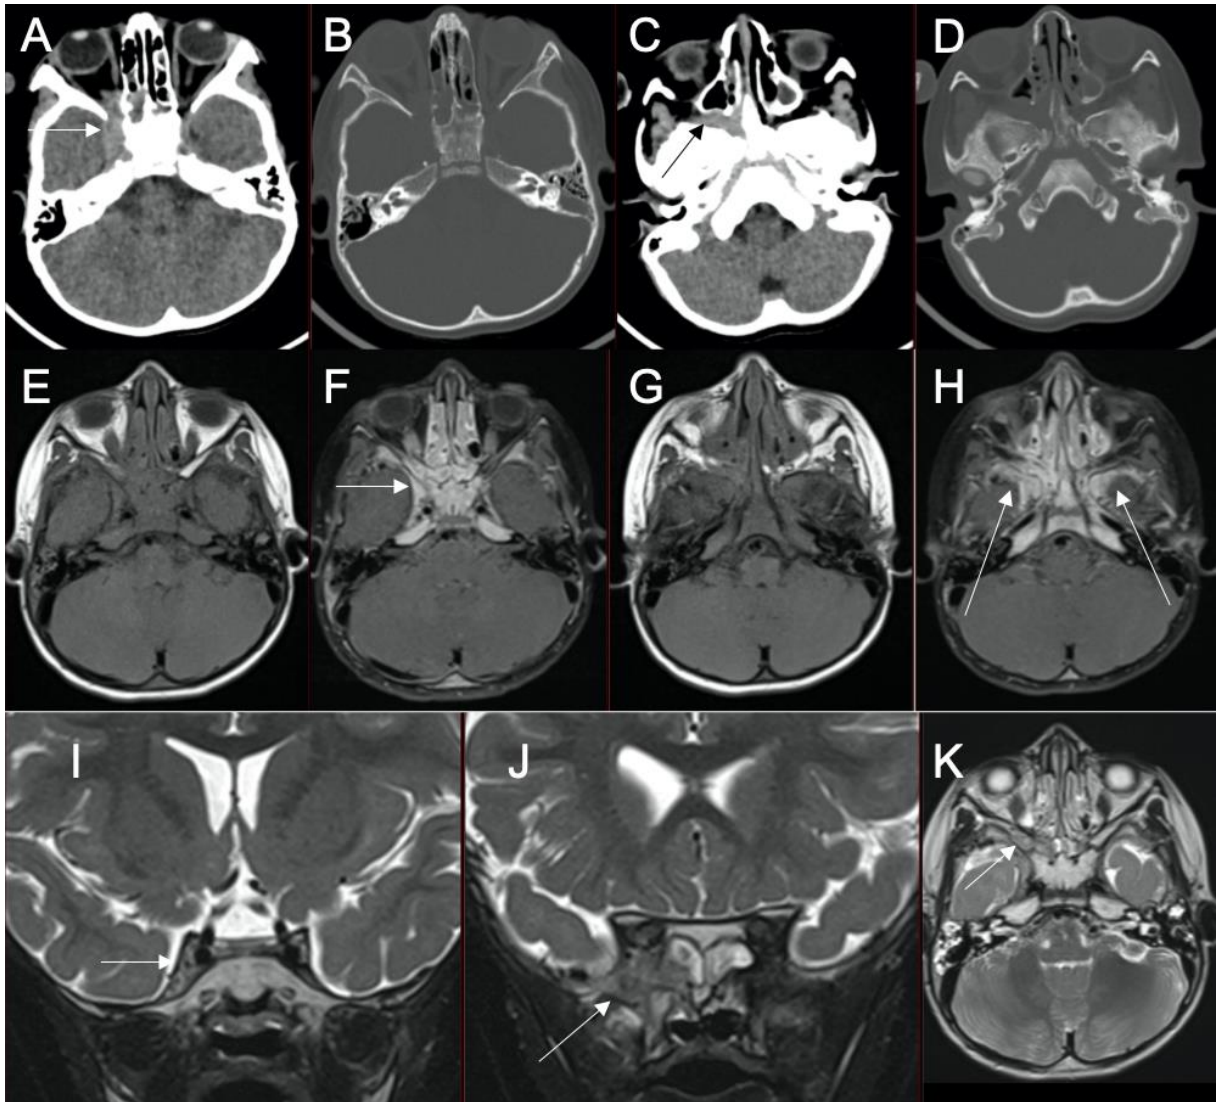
Cas 22 : Jeune fille de 2,5 ans : paralysie du VI à droite, ptosis et exophtalmie. Le scanner sans injection (A-D) montre une lésion hyperdense centrée sur l'apex orbitaire droit avec envahissement du sinus caverneux droit (A : flèche) et des cellules ethmoïdales homolatérales. Il s'y associe un comblement tissulaire avec élargissement de la fosse ptérygo-palatine droite (C : flèche). L'IRM (E-K) montre après injection (F) un élargissement prenant le contraste du sinus caverneux droit, ainsi qu'une atteinte pachyméningée des fosses temporales (H : flèches). La séquence coronale T2 montre l'asymétrie des sinus caverneux (I : flèche), ainsi que l'hypersignal osseux de la grande aile du sphénoïde droit (I : flèche) : témoin de son infiltration tumorale. La séquence axiale T2 (K) montre l'infiltration tissulaire de la fosse ptérygo-palatine droite. Le myélogramme confirme une LAM 2. La lésion décrite dans ce contexte, est donc compatible avec un chlorome.
